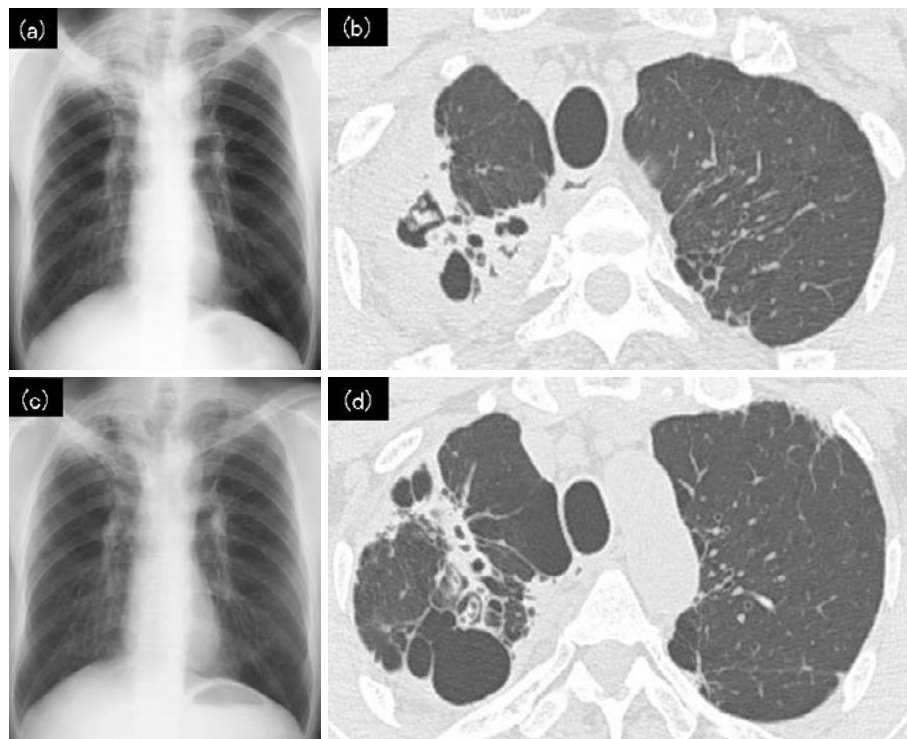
(a) Chest radiography on diagnosis. (b) Chest CT on diagnosis showing the cavity with a fungus ball in the right upper lobe and infiltration around the cavity. (c) Chest radiography after completing treatment. (d) CT after completing treatment showing improvement of those findings.
